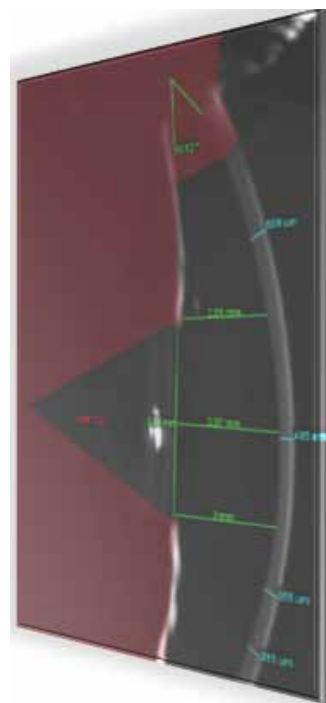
Queratocono por tomografía óptica por Scheimpflug con Galilei®
